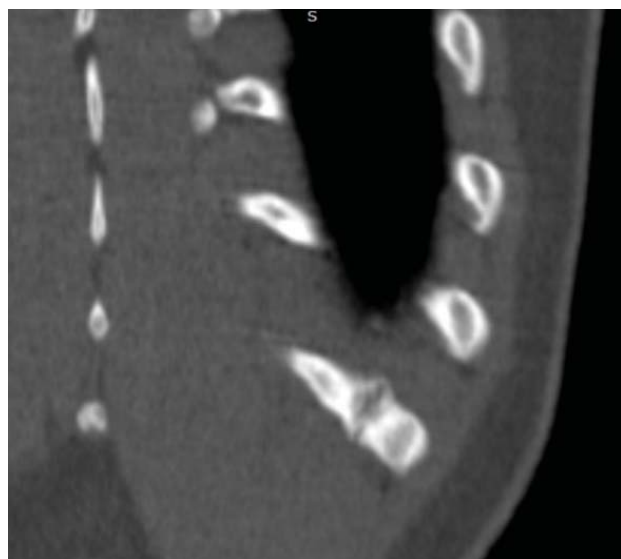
Методика измерения размеров грудной клетки по компьютерной томографии. Плоскость в режиме MPR выведена с учетом расположения 10-й пары ребер. Измерен внутренний (а) и внешний (б) диаметры грудной клетки и диаметр по границам мягких тканей (в)
